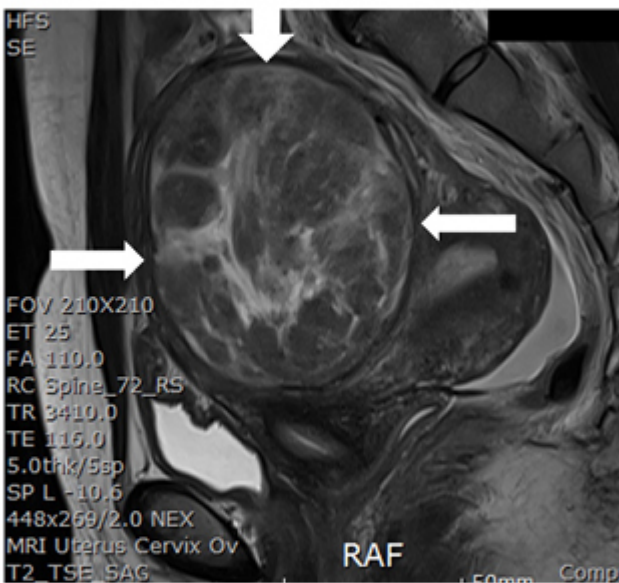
h, MRI T2-intramural myoma, intermediate and low signal
